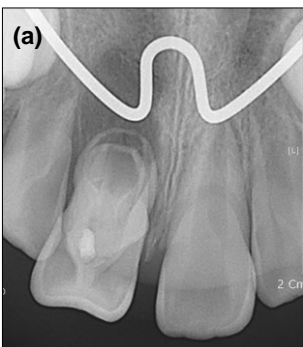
Periapical radiography after 2 months. (a) showed the increased size of periapical lesion. (b) showed the invaginated canal filled with Vitapex®.
